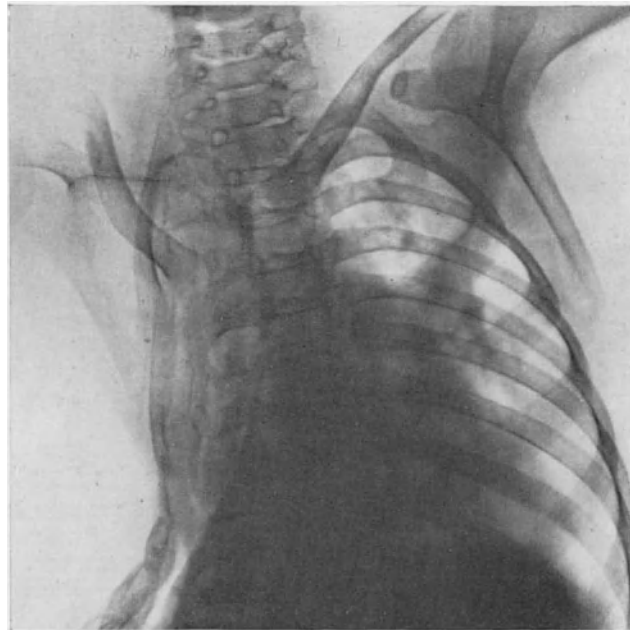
Röntgenaufnahme von der Patientin der Fig. 296 nach operativer Behandlung.
